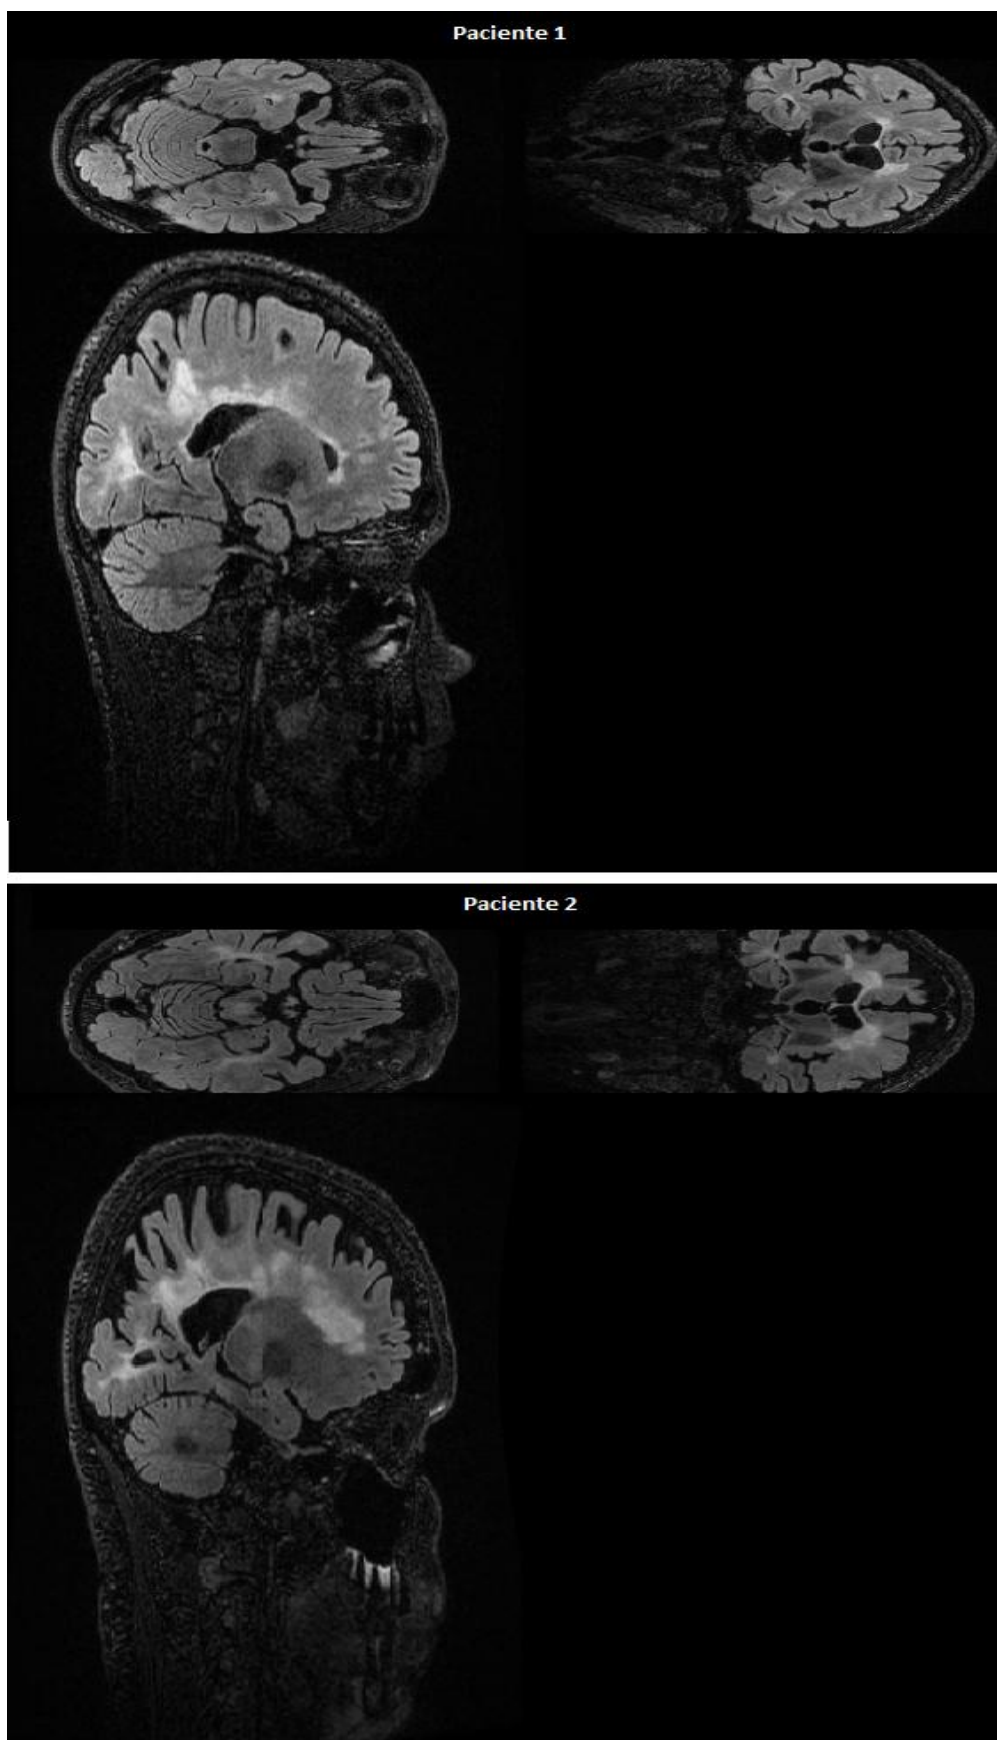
Cortes de dois Exames FLAIR com Lesões de EM
